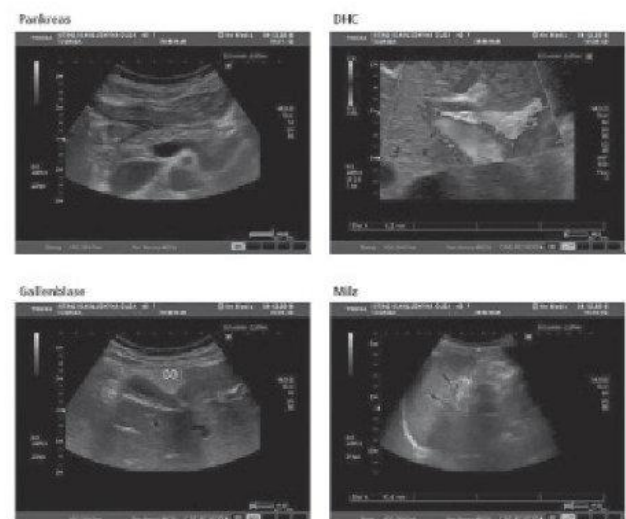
УЗИ органов брюшной полости пациентки К.
